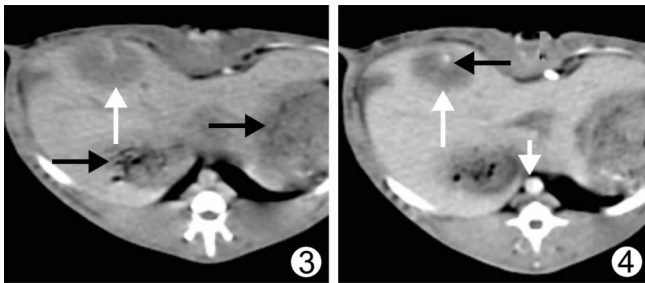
CT 平扫: 胃体及胃窦部(黑箭头); 肝左内叶(或中间叶)肿瘤呈低密度结节状, 类圆形, 边缘较清楚 图 4 CT 增强: 动脉期肿瘤主体(白箭头)低于肝实质密度, 边界较清楚, 前缘可见一小强化结节(黑箭头)。强化的腹主动脉(白短箭头)
